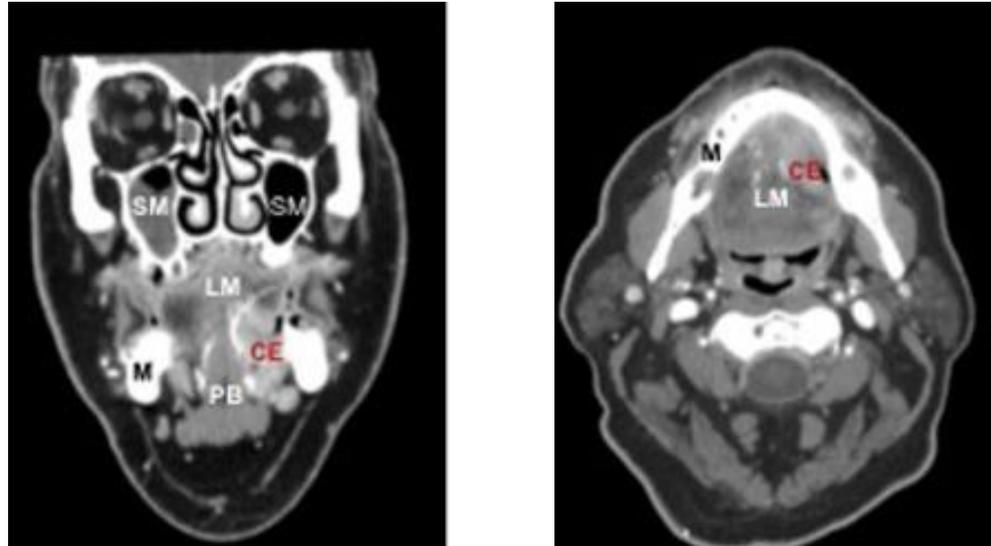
Cortes coronales y axiales de una tomografía computarizada para un carcinoma de células escamosas (Colección Dr. A. Paré, Hospital universitario de Tours). SM: seno maxilar; LM: lengua ; M: mandíbula; PB: piso de boca; CE: carcinoma de células escamosas.(4)
